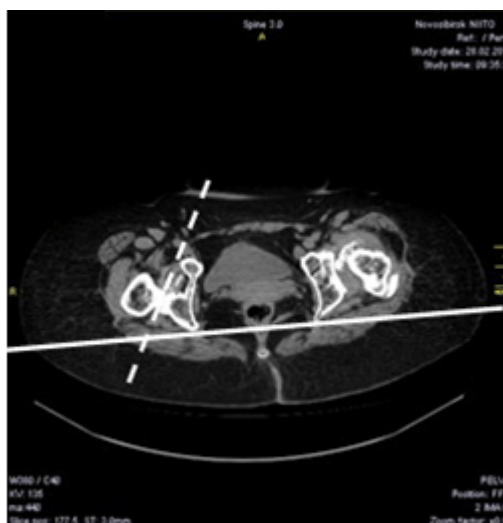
Антеположение вертлужной впадины на МСКТ
